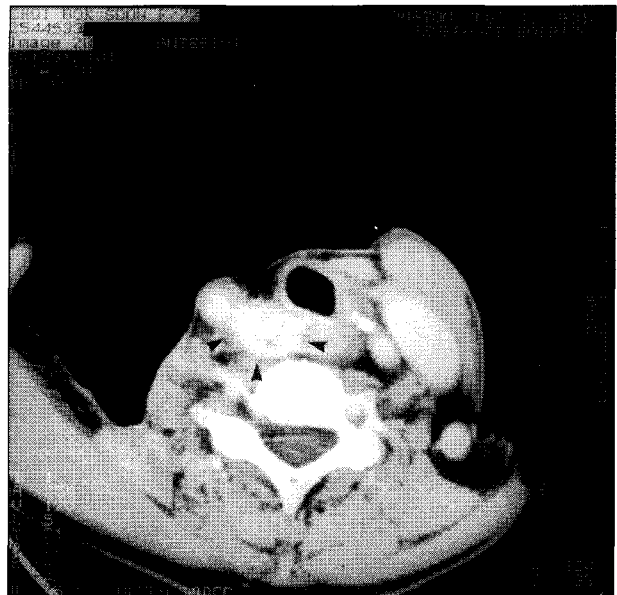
Recurrence on thyroid bed : Neck CT scan showing a mass lesion compressing and displacing the trachea and esophagus.
